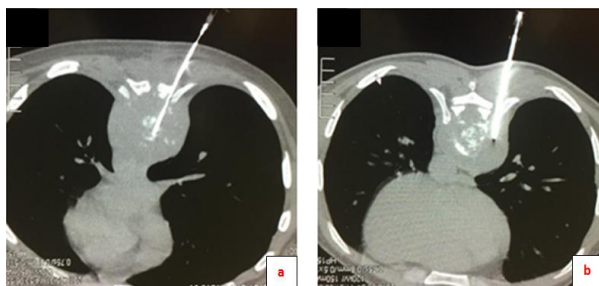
coupes axiales TDM en fenêtre médiastinale montrant une biopsie en cours d'une lésion disco vertebrale thoracique en 2 sites de prélèvement (a : discal, b : para vertébral).
